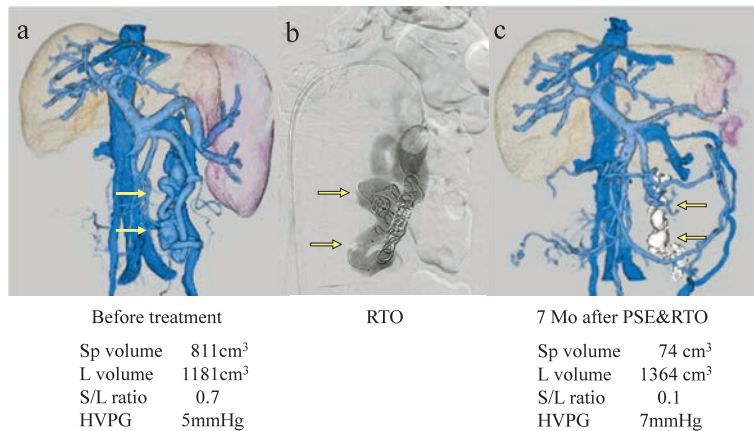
巨脾を有する腸間膜静脈シャント症例に対する stepwise PSE & RTO 治療前後3D-CT再構成画像（症例2）
